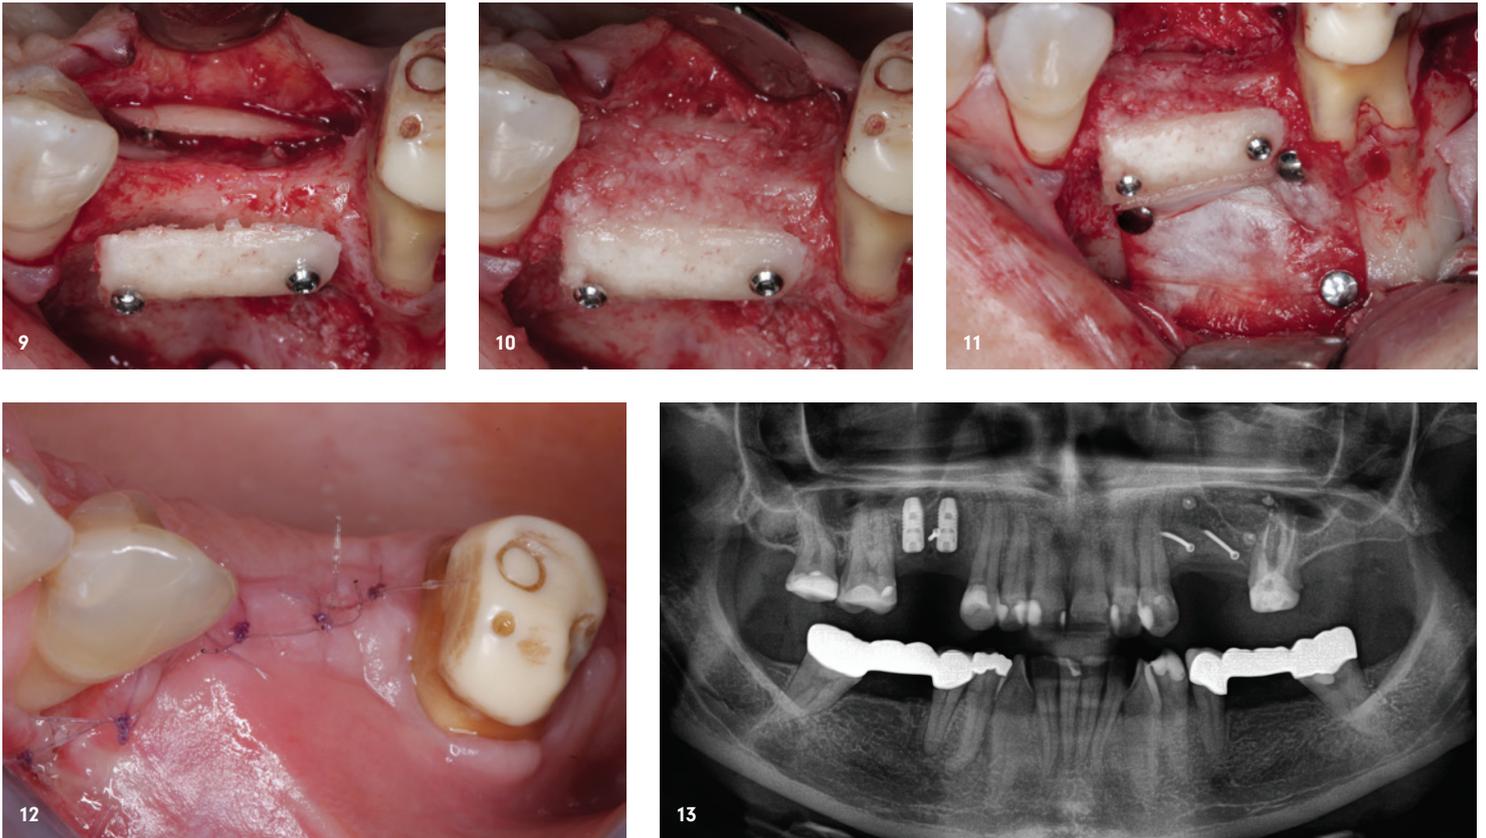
Die Knochenschalen werden mit ihrer abgerundeten Seite parallel zum Kieferkamm angeordnet. – Abb. 10: Nun erfolgt das Auffüllen des sog. „biologischen Containers“ mit autologen Knochenespänen. – Abb. 11: Das Kieferhöhlenfenster wird mit einer resorbierbaren Membran verschlossen und zusätzlich mit Titan-Pins fixiert. – Abb. 12: Der Wundverschluss erfolgt mit monofilen resorbierbaren Nähten. – Abb. 13: Das postoperative Röntgenbild zeigt den augmentierten Bereich im 1. Quadranten. Im 2. Quadranten wurden zwei Implantate mit simultaner Augmentation bukkal inseriert. – Abb. 14: Nach nur vier Monaten erfolgte der Reentry mit Implantatsetzung. – Abb. 15: Röntgenkontrollbild nach der Implantation. – Abb. 16: Situation vor Freilegung, man sieht das verstrichene Vestibulum. – Abb. 17: Durchführung eines apikal verschobenen Mukosalappens, um die mukogingivale Grenze wieder zurückzuverlagern. Das Periost bleibt bei diesem Eingriff auf dem Knochen. – Abb. 18 und 19: Röntgenbild nach Einbringung der Gingivaformer.
